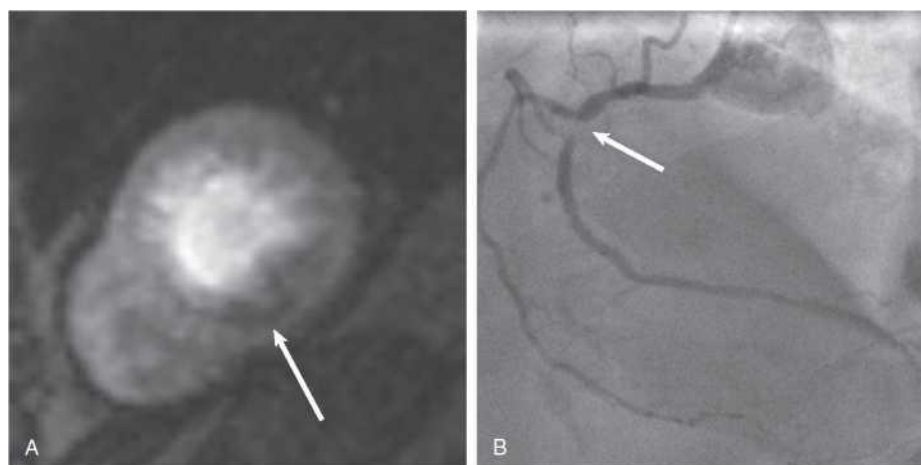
Small myocardial perfusion defect in adenosine stress CMR. (A) Short-axis view, apical level: stress-induced hypoenhancement in the apical inferior segment (arrow). (B) Corresponding invasive coronary angiogram showing a high-grade proximal stenosis of an intermediate-size right coronary artery (arrow). CMR, Cardiac magnetic resonance.
